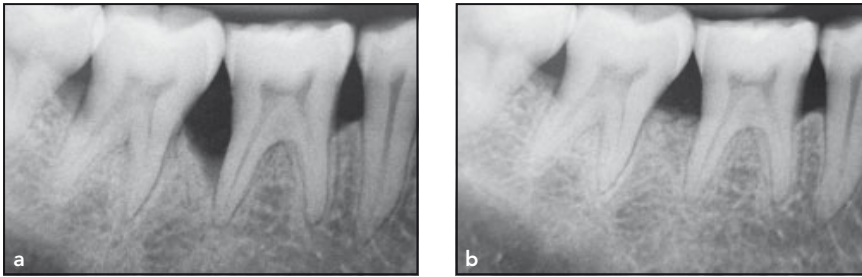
Testdefekt (rhPDGF + β -TCP). (a) Präoperative Röntgenaufnahme. (b) Röntgenaufnahme 9 Monate postoperativ.
